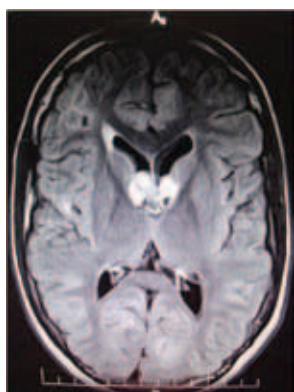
МРТ головного мозга (через 48 недель приема эверолимуса)
